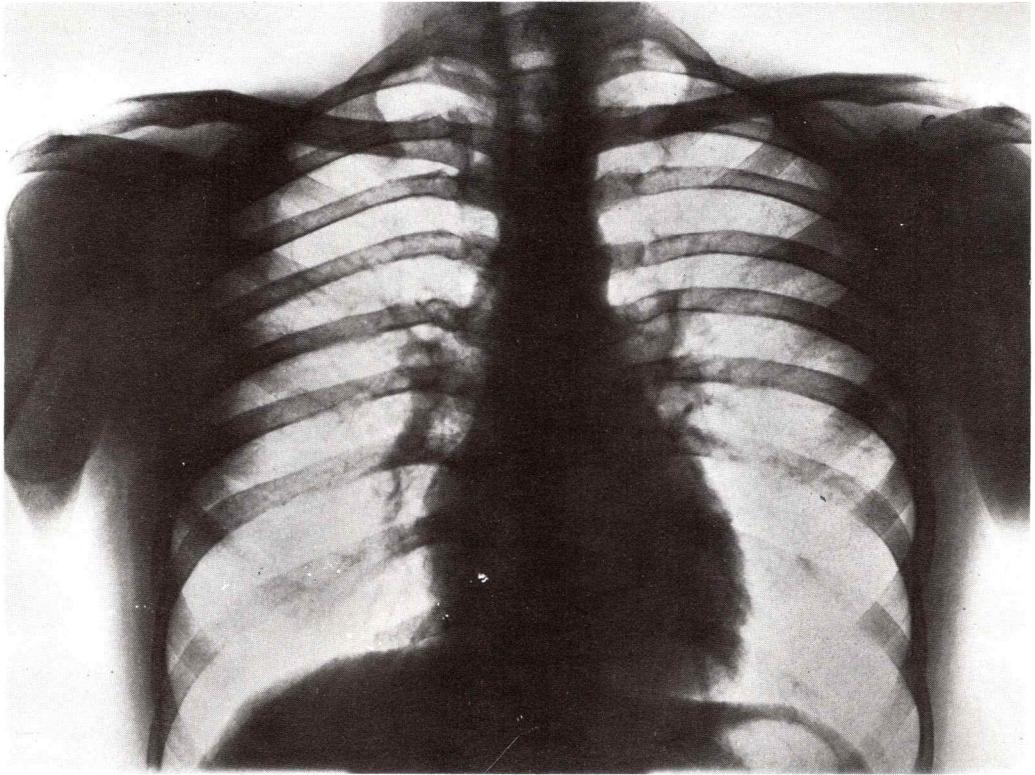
Radiografía de tórax. — Corazón, visto de frente.
